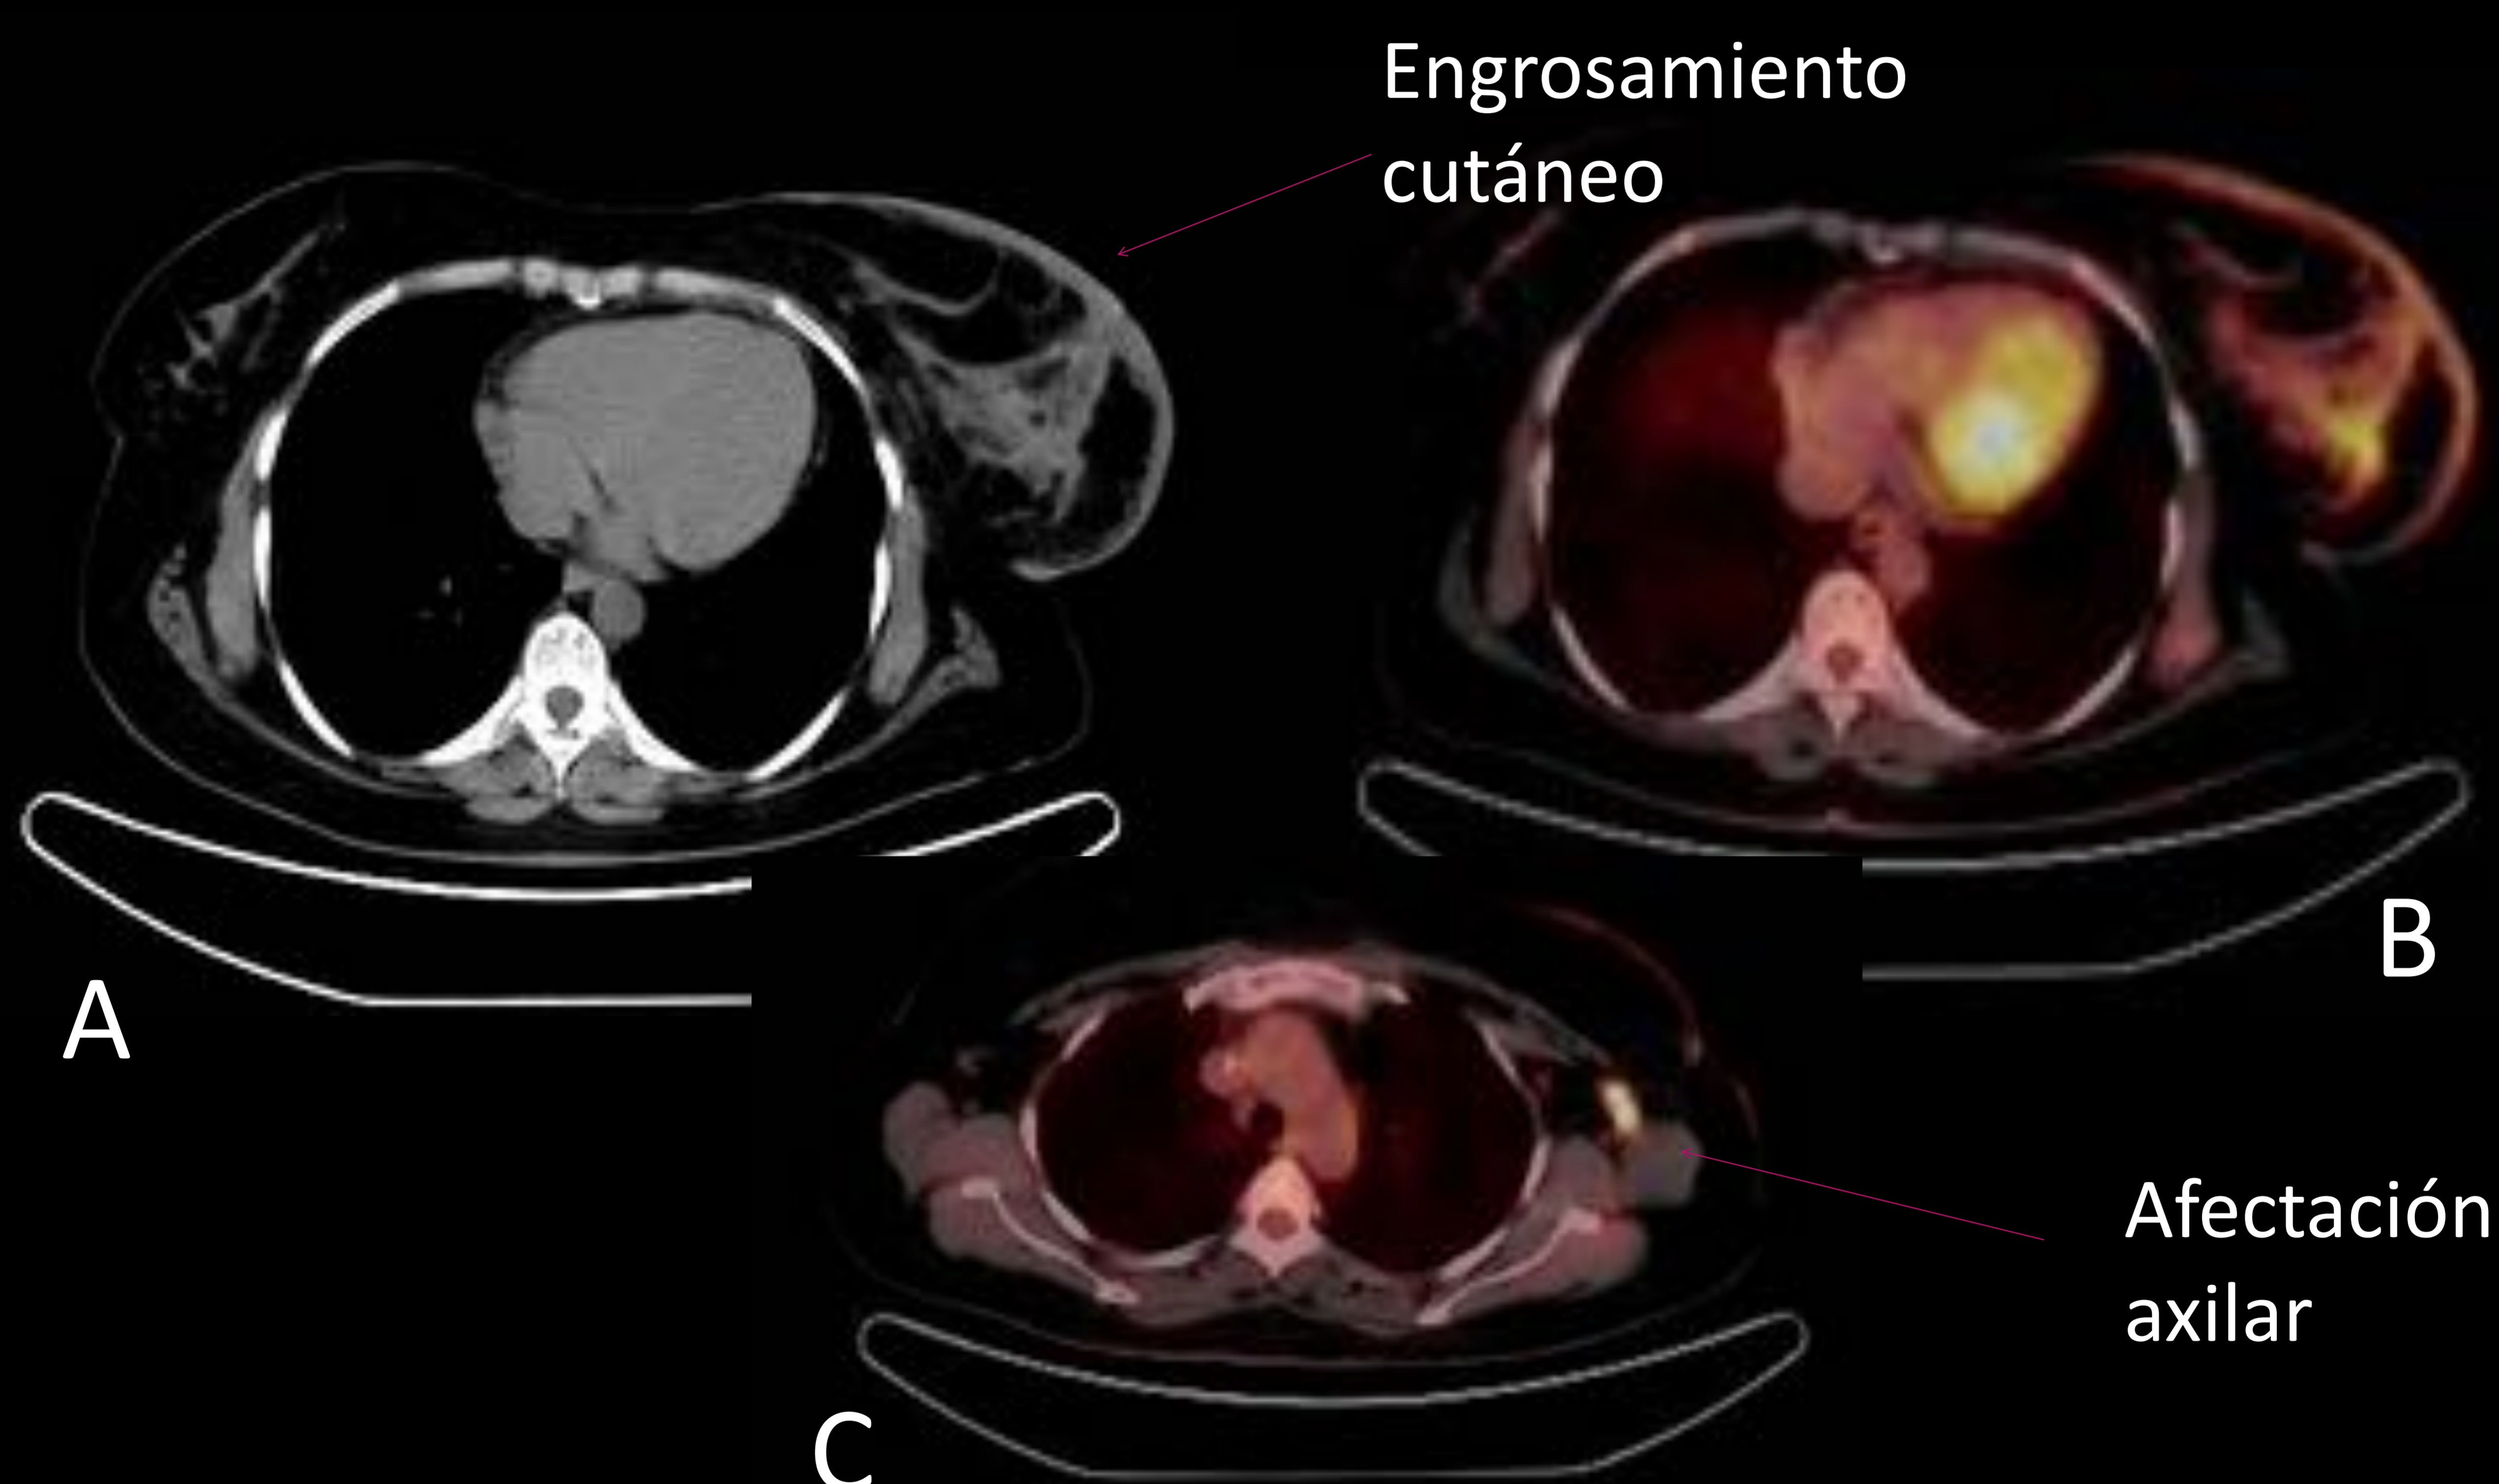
(A,B y C) PET-TC en mujer de 50 años con diagnóstico de CIM con captación de 18-FDG en CSE de la mama izquierda y en la axila ipsilateral, de manera intensa, sin datos de metástasis a distancia.
